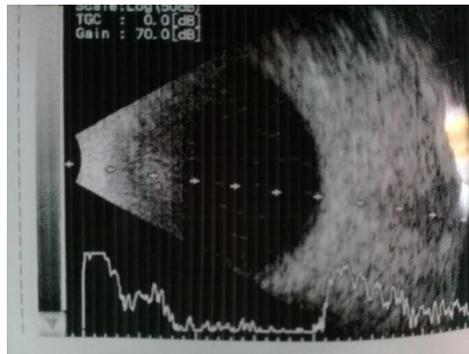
Ultrasonido ocular combinado, modo A y B; no se observa lesión sobrelevada o efecto masa.
